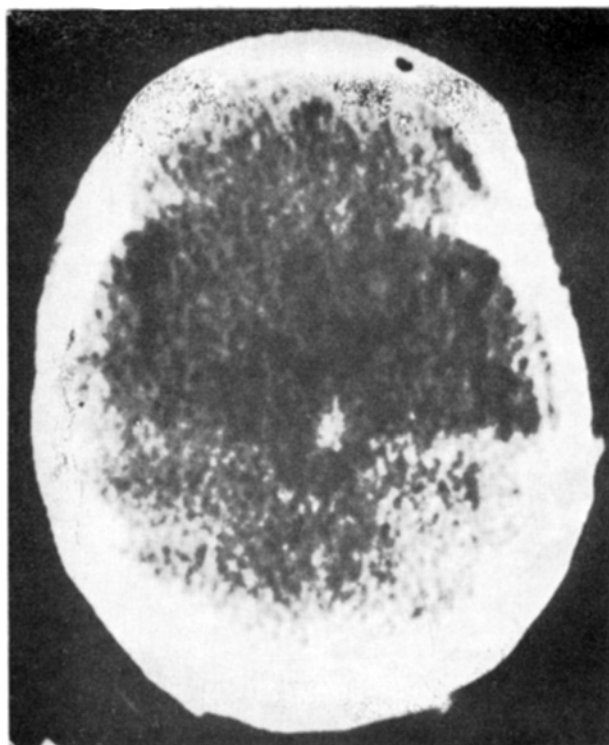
A tomografia computadorizada evidenciou uma lesão hemorrágica mesencefálica, paramediana, levemente deslocada para a direita.
